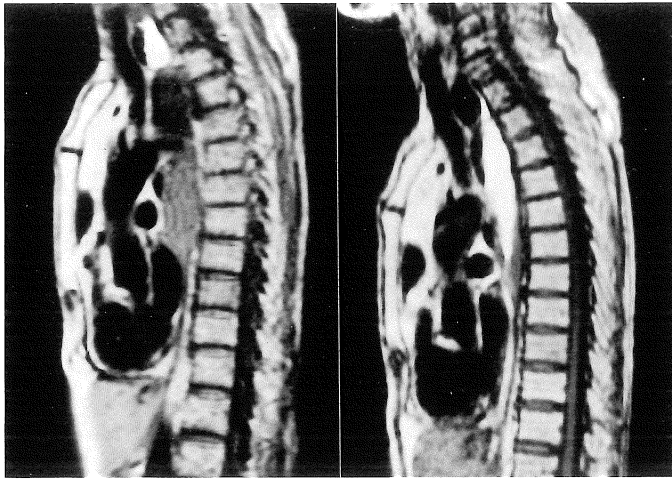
Comparison of sagittal MR images of esophagus taken before (left) and after (right) radiation therapy for a patient (87 years old, male) with esophageal cancer. Disturbance of passage of the esophagus is remarkably improved by radiation therapy.
